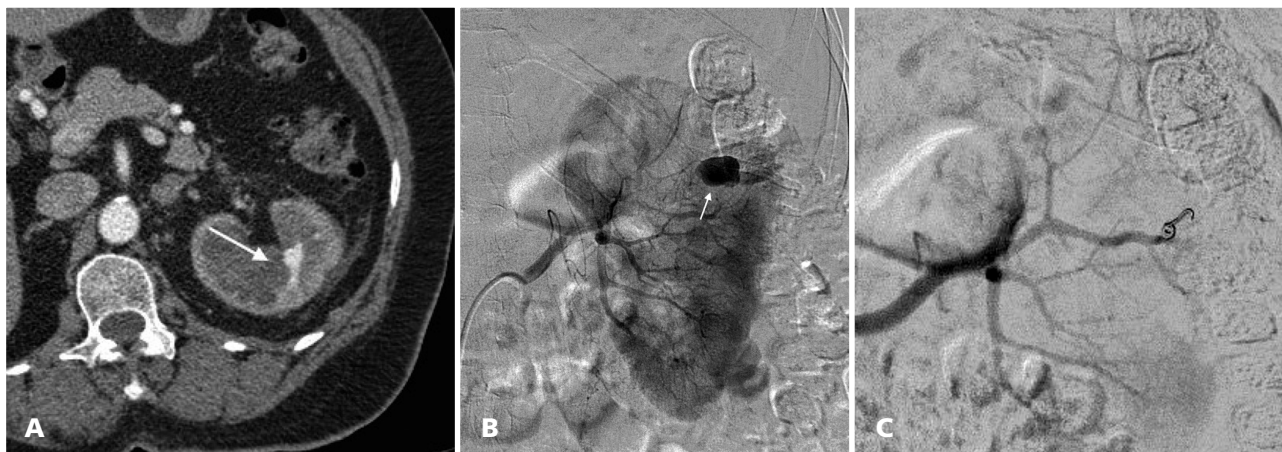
Pseudoaneurisma pós-litotripsia. A) Corte axial de tomografia computadorizada com contraste endovenoso, evidenciando pseudoaneurisma (seta branca). B) Angiografia com subtração digital, seletiva de artéria renal esquerda, evidenciando formação expansiva, sugestiva de pseudoaneurisma (seta branca). C) Angiografia de controle após embolização de pseudoaneurisma com espira metálica (mola).
